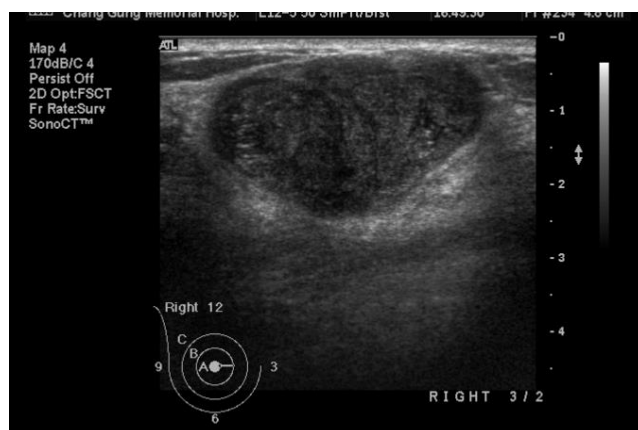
葉狀肉瘤，超音波顯示 3.9\*2.59 公分的混合低中回音腫瘤，內部有瓣狀層結構
